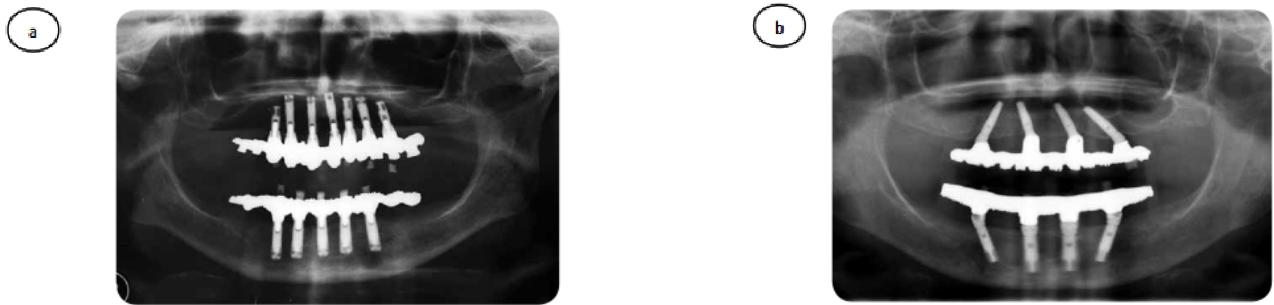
Radiographie panoramique d'un édentécomplet restauré avec deux PFCE supportées par :
